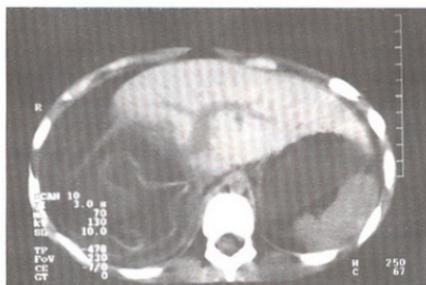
TAC abdomen superior. Se observa la imagen de la membrana hidatídica plegada, correspondiente a un quiste roto.
